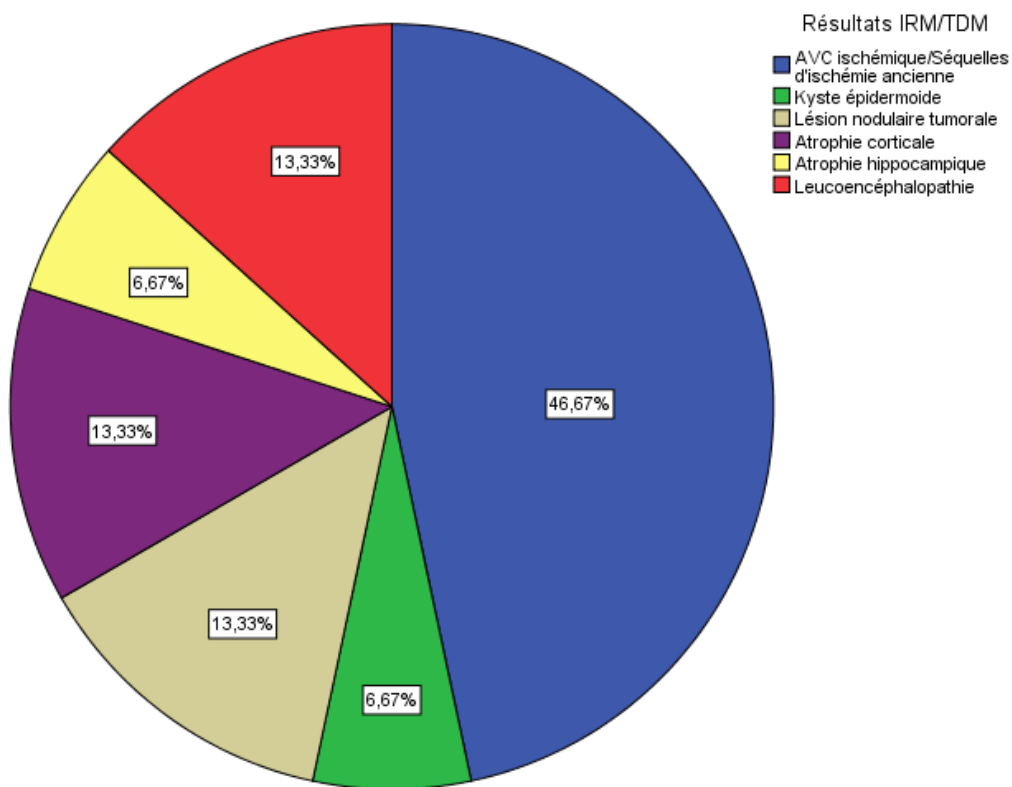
Résultats IRM/TDM :
